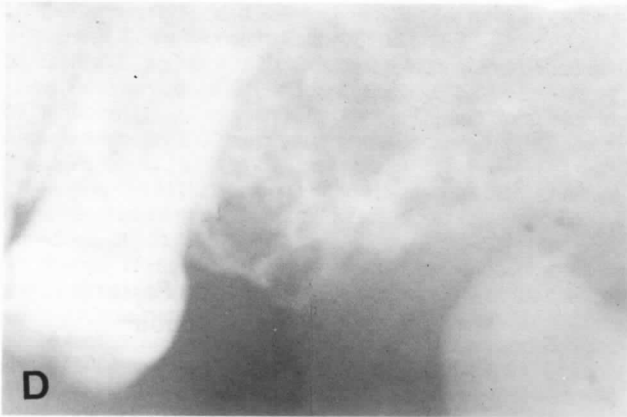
Radiografía periapical efectuada en 1976, con imagen trabecular apolillada en la región de la tuberosidad izquierda.
